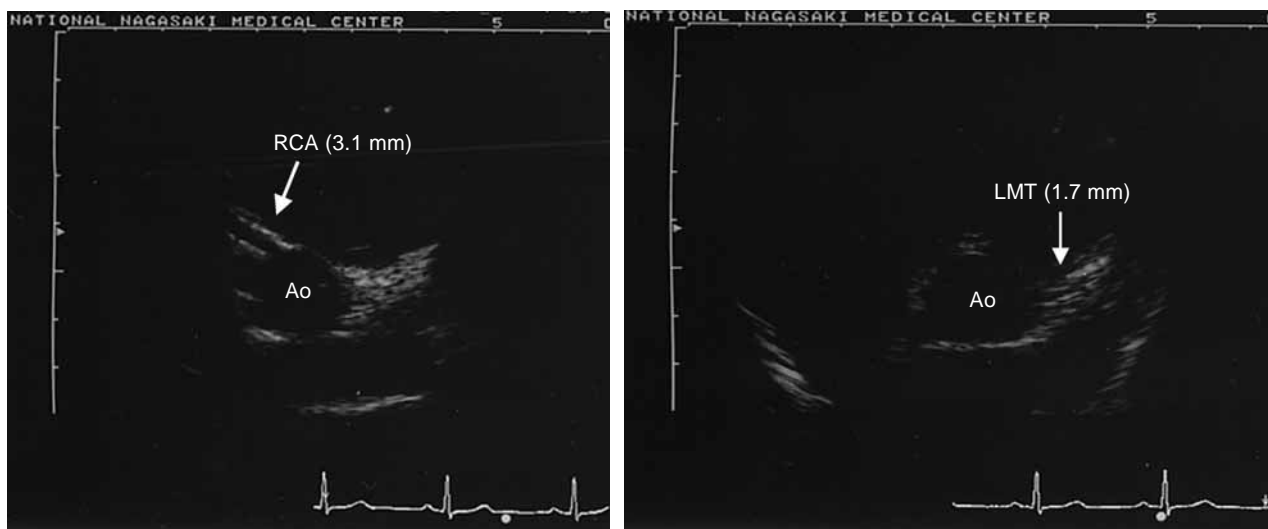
Echocardiogram. A
